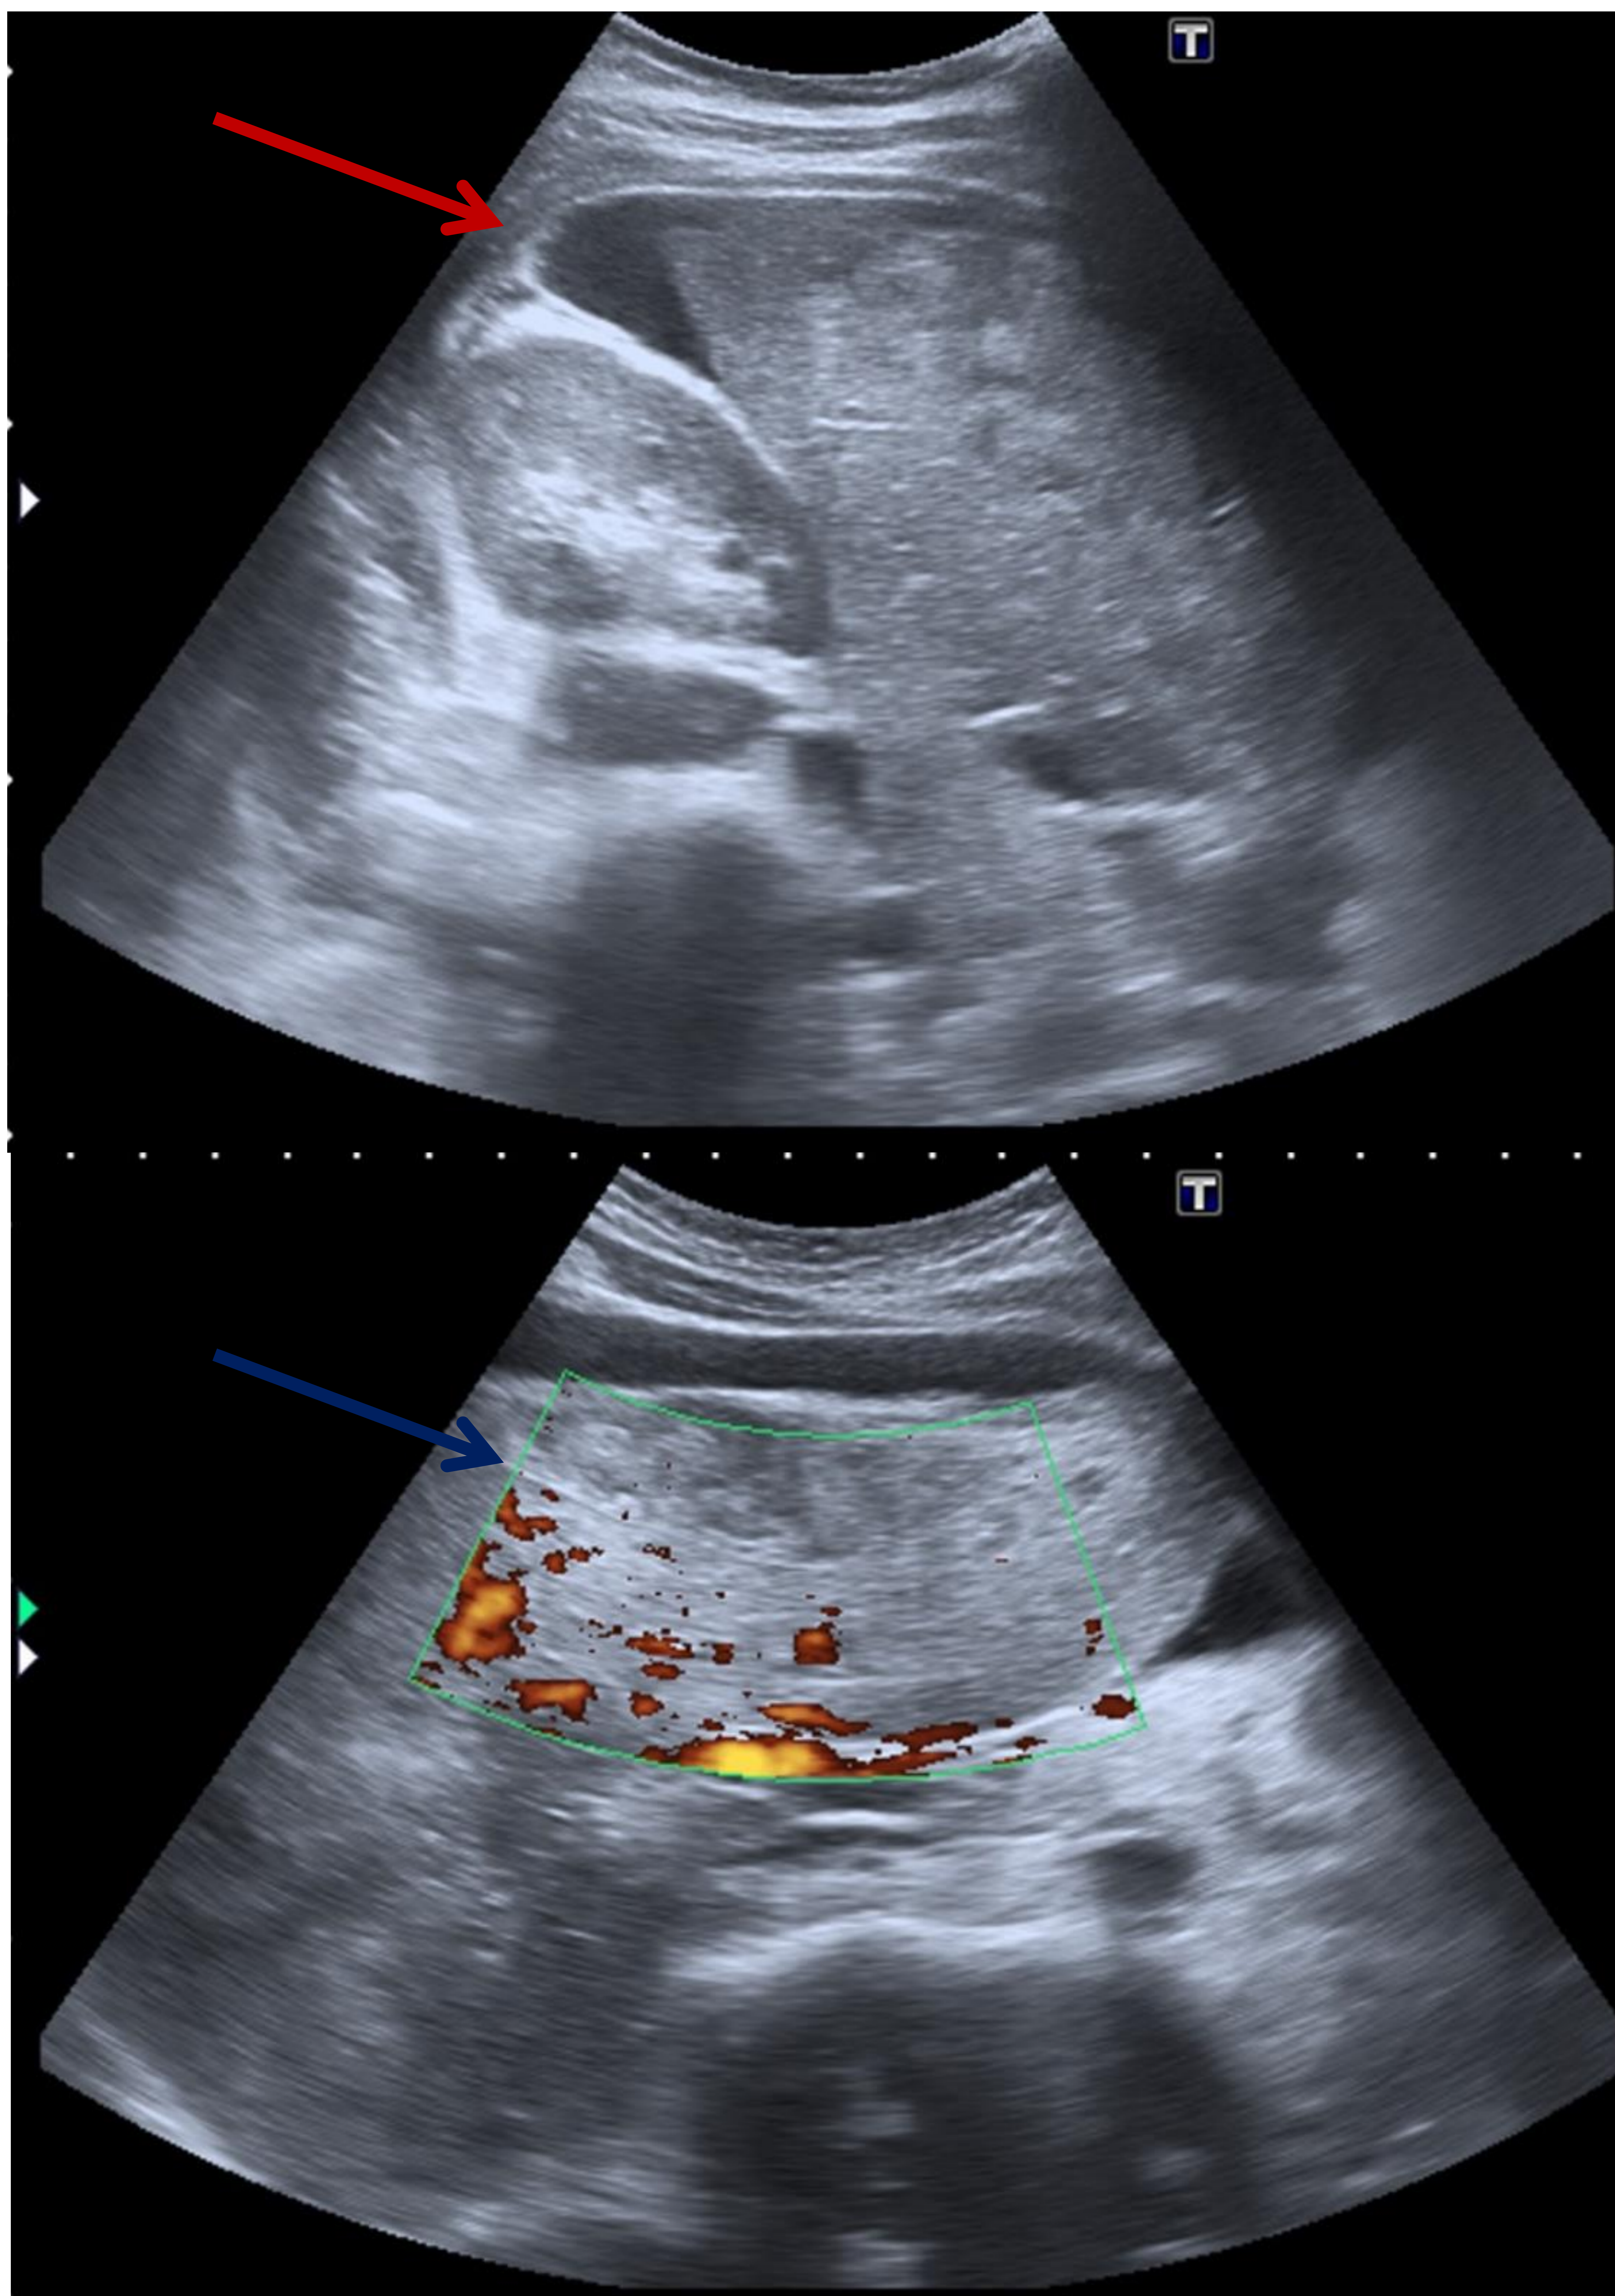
Ecografía abdominal inicial donde se identifica líquido libre intraabdominal (flecha roja) y lesión focal hepática de gran tamaño, heterogénea y con vascularización con doppler power (flecha azul).
